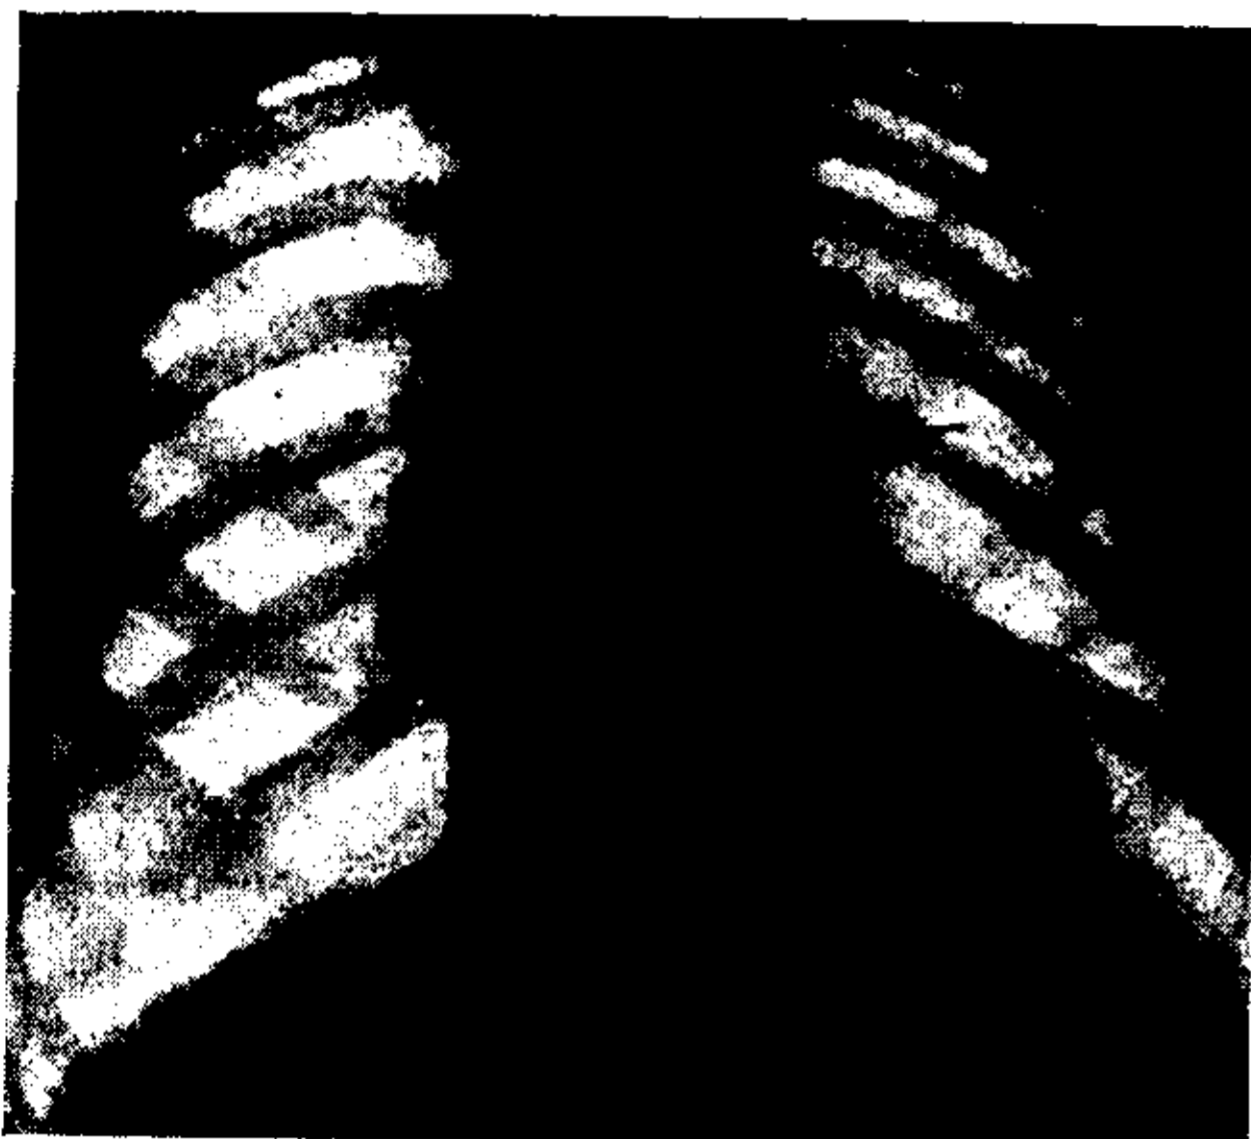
Radiografía standard. Sujeto afectado de sífilis y dolores anginosos. La aorta descendente sobresale a la altura del arco medio, haciendo sospechar un aneurisma.
